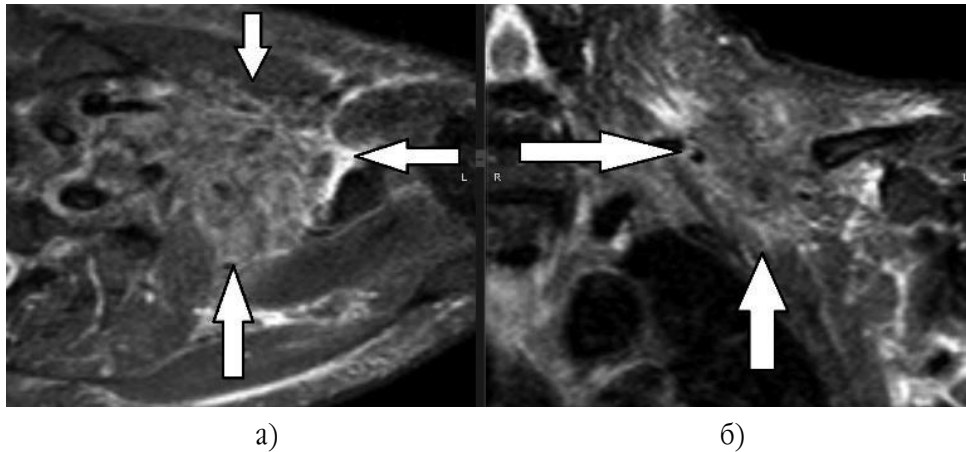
На МР-томограмах у режимі STIR визначається метастатичне ураження надключичної ділянки (первинна пухлина – аденокарцинома потових залоз): а) в аксіальній проекції; б) у корональній проекції
